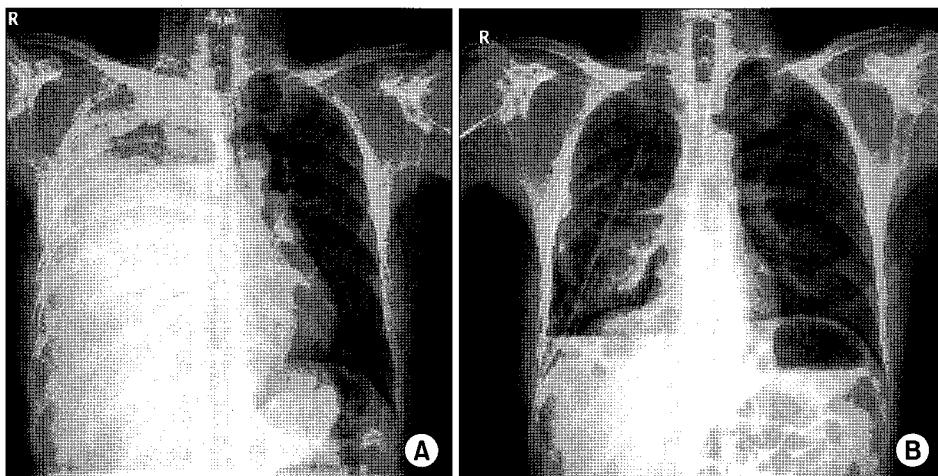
Chest X-rays show massive right pleural effusion (A), and after drainage with closed thoracostomy (B).
